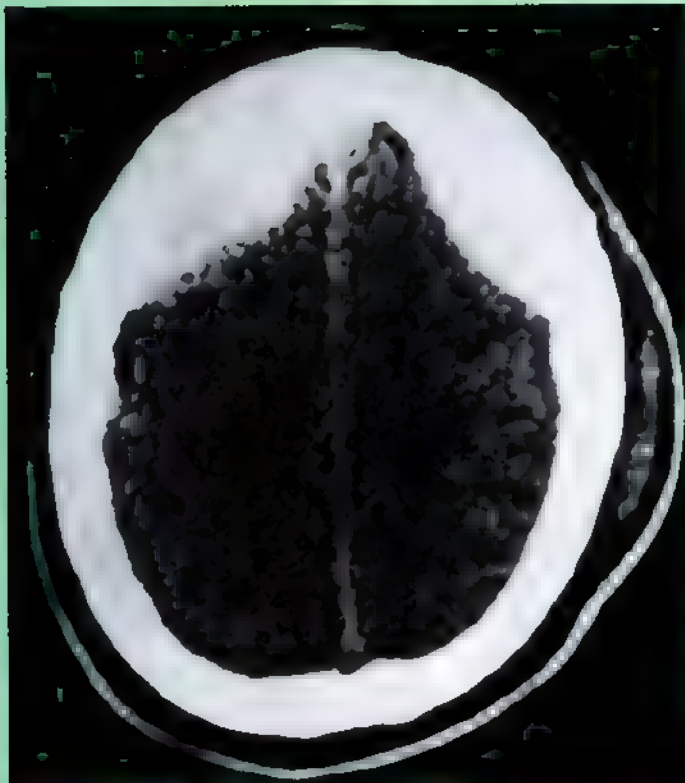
Traumatismo cerebral. Esta imagen de TC transversal revela hematomas extradurales (epidurales) agudos y bilaterales. En la izquierda se aprecia, además, un edema extracraneal de los tejidos blandos.
